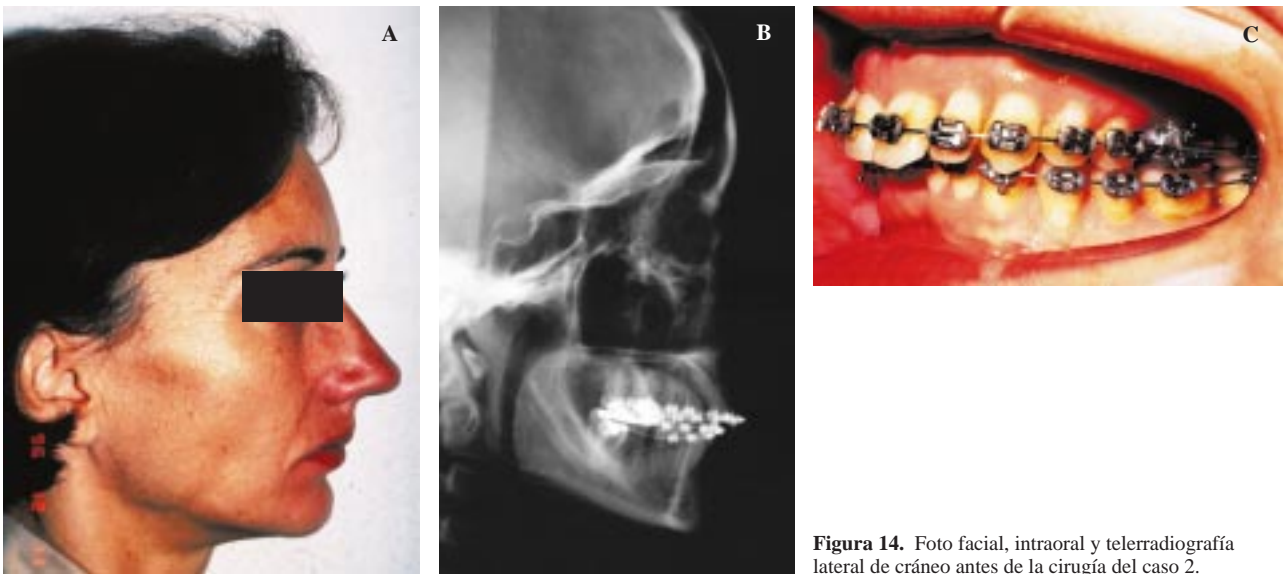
Foto facial, intraoral y telerradiografía lateral de cráneo antes de la cirugía del caso 2.
